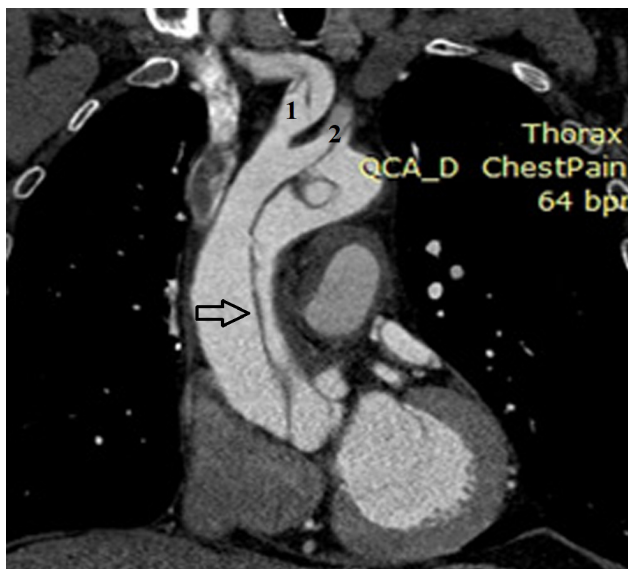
КТ до операции: распространение расслоения на брахиоцефальный ствол (1), левую общую сонную (2) и подключичную артерии
